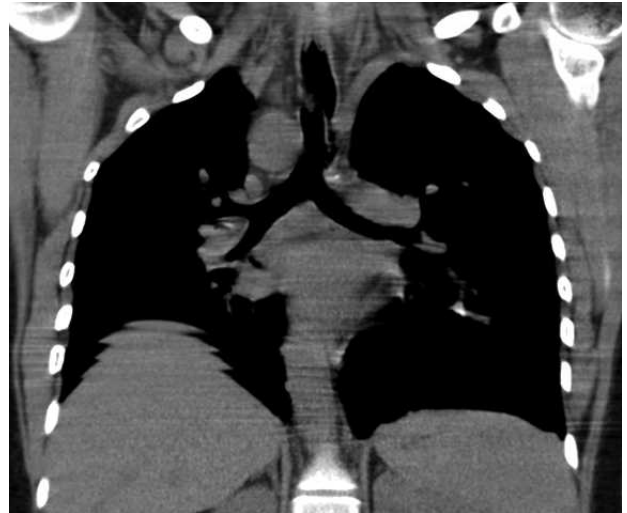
Imagem de TC com distorção da anatomia traqueal e presença de arco aórtico à direita.
